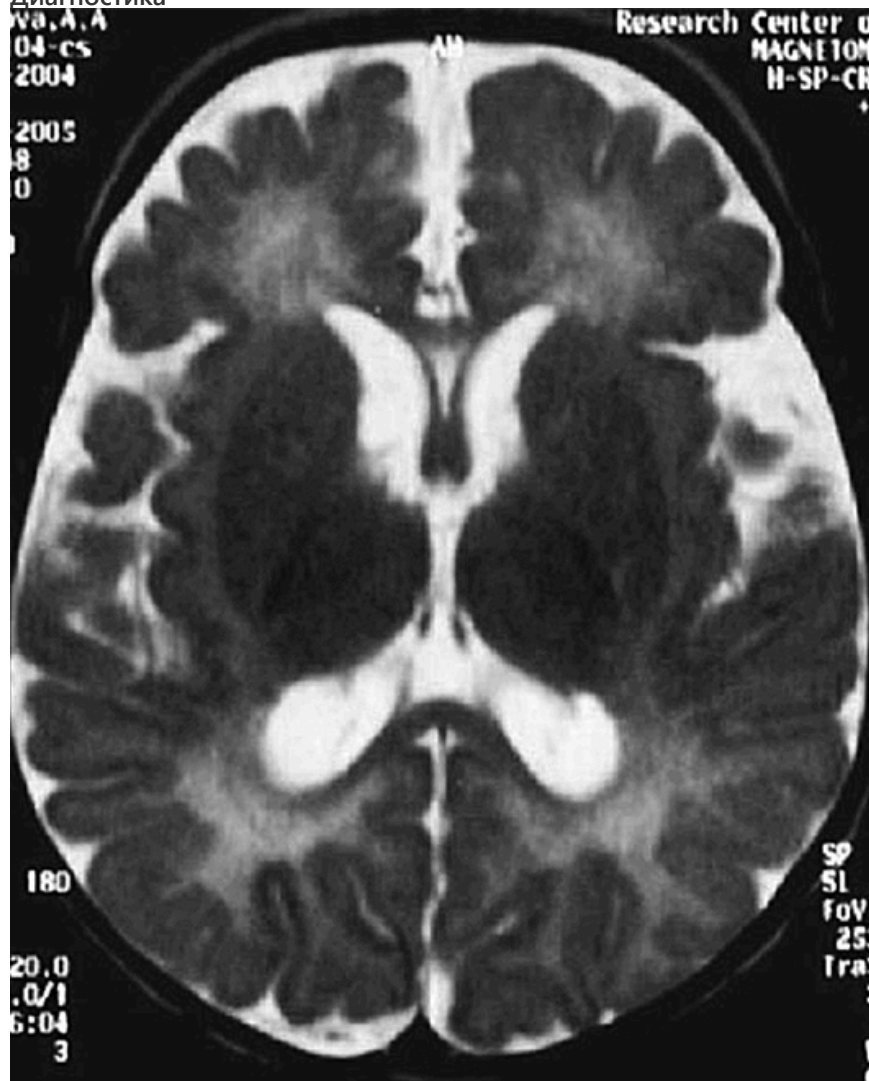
МРТ головного мозга пациента 8 мес с синдромом Целлвегера. Задержка миелинизации головного мозга. При МРТ головного мозга при СЦ, НАЛД и ИФБР находят задержку миелинизации и/или признаки лейкодистрофии в сочетании с полимикрогирией, расширением желудочковой системы, кистами, гипоплазией мозолистого тела, нарушениями миграции нейронов (рис. 6.2). При РТОХД нарушения миелинизации не описаны, но встречаются нарушения кортикальной миграции и пороки мозга.
